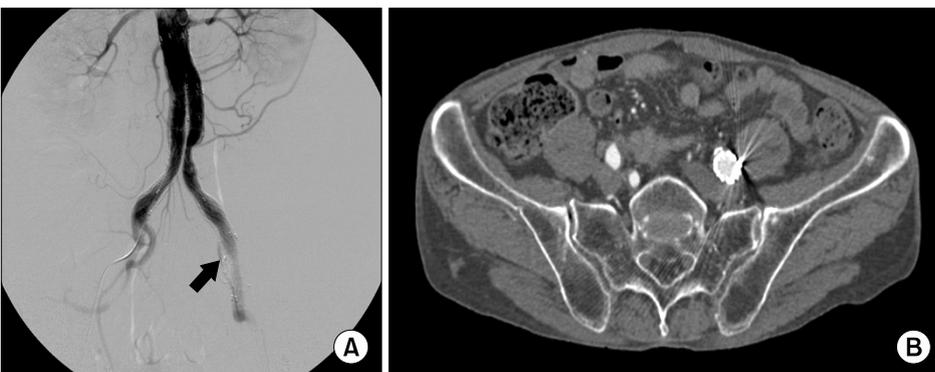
Type III endoleak patient no.22 66/M. In angiogram after EVAR there was type III endoleak (arrow) (A). But type II endoleak disappeared at CT scan after 1 month (B).
